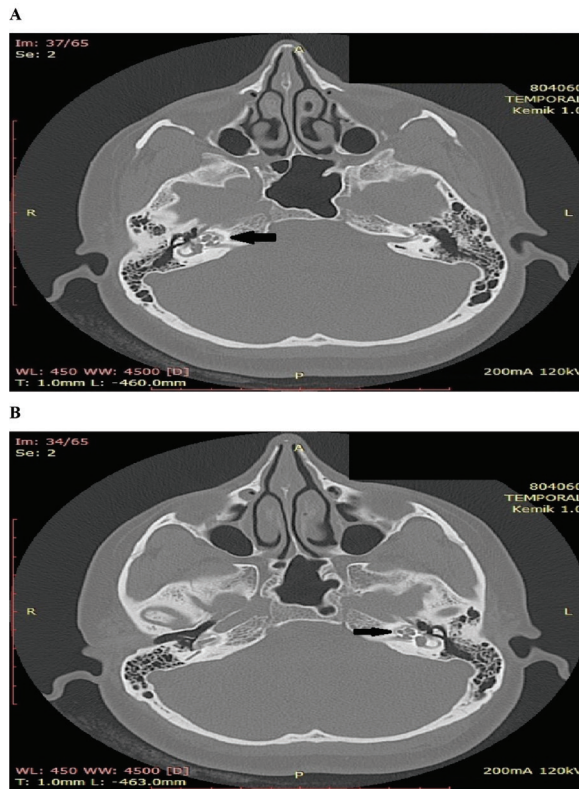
HRCT highlights the differences in the density of the capsule's outline, showing the "double-ring sign," a low-density demineralized endochondral defect outlining the cochlea (axial plane HRCT imaging of the temporal bone) A. The double-ring sign in the right ear (black arrow) B. The double-ring sign in the left ear (black arrow).
